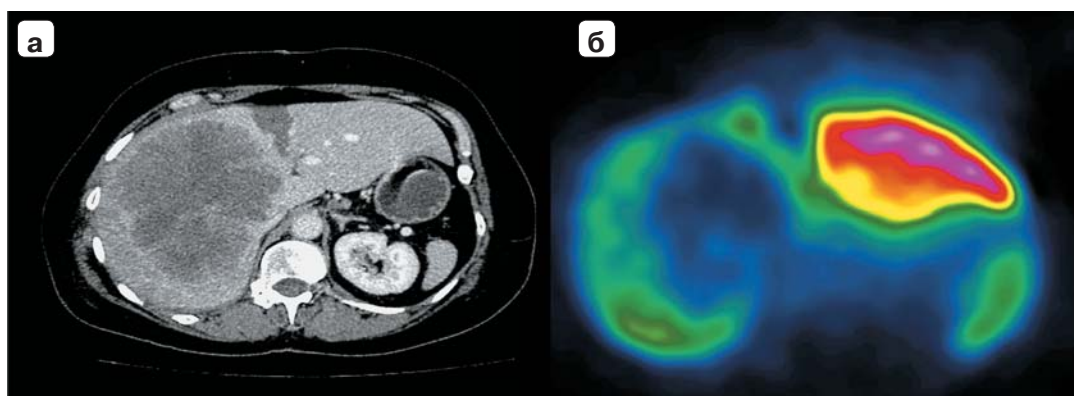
Состояние после эмболизации ветвей правой воротной вены: а – компьютерная томограмма; б – сцинтиграмма.
